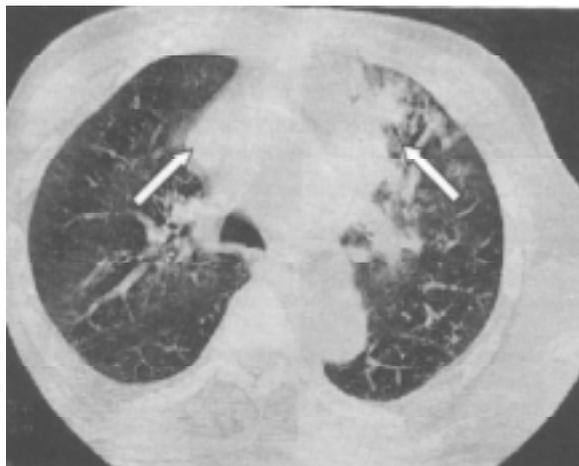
TAC de tórax: aorta aneurismática, infiltración presuntamente hemorrágica del pulmón.
